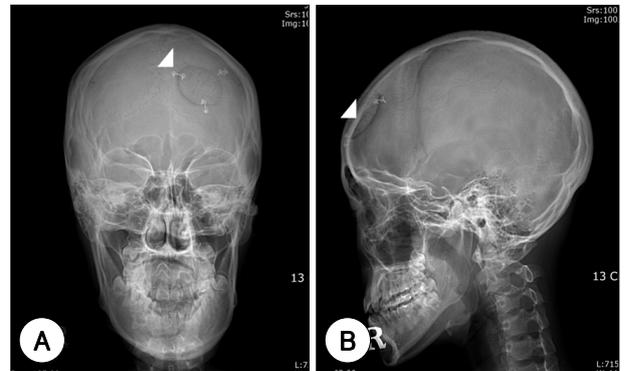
Preoperative skull X-ray (A and B) show a punched-out lesion in the frontal bone (arrow). Preoperative T1-weighted sagittal MR image (C) demonstrates a heterogeneous enhanced mass, direct invasion to underlying dura mater, and no extension to cerebral cortex (arrowhead).
